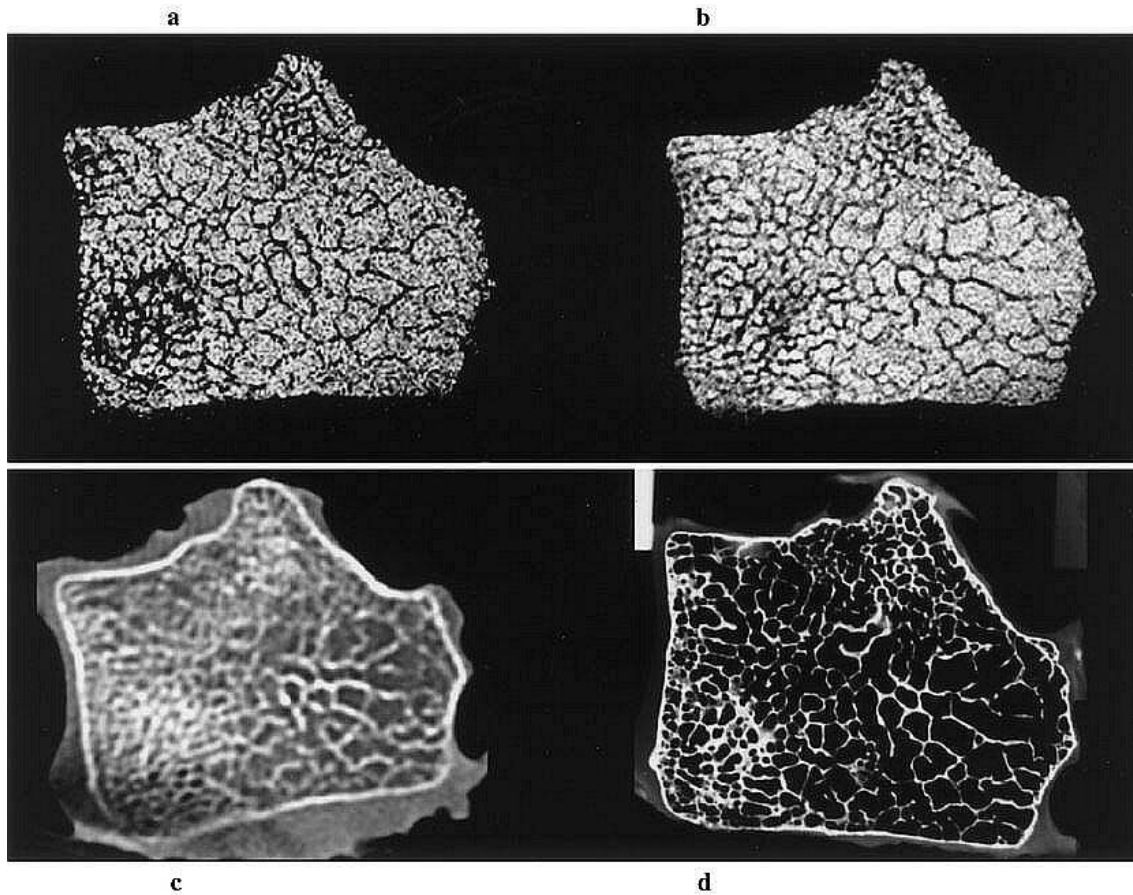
Korrespondierende HR-MR Schichten (0,3 mm (a) und 0,9 mm (b)), die MS-CT Schicht (c) sowie die kontaktradiographische Aufnahme (d) der entsprechenden Schicht des Radiusknochens
